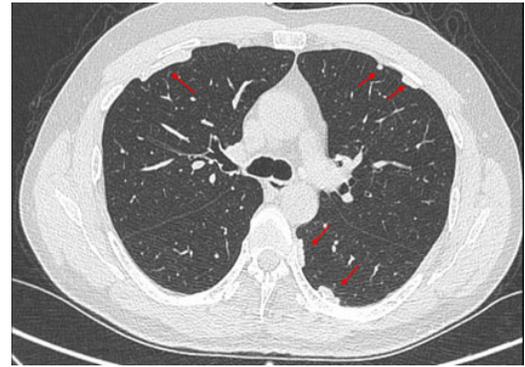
Corte axial de TC de Tórax. Se observan distintas placas pleurales calcificadas en distintos territorios del mismo paciente⁷⁵.
